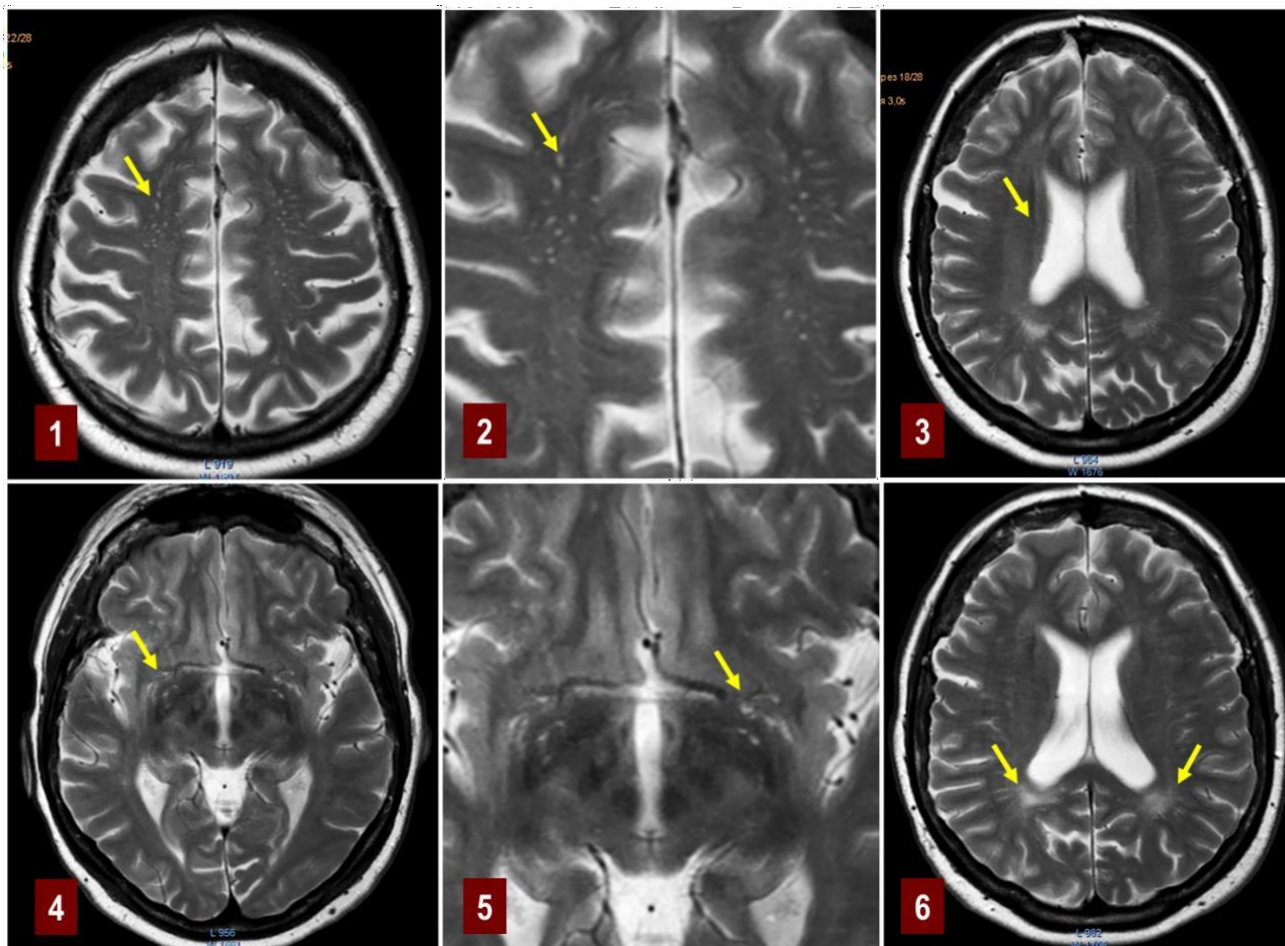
МРТ (АХ T_2 WI) пацієнта Д. Периваскулярні простори (1,2,4,5) та перивентрикулярні гіперінтенсивні зони (3,6).
